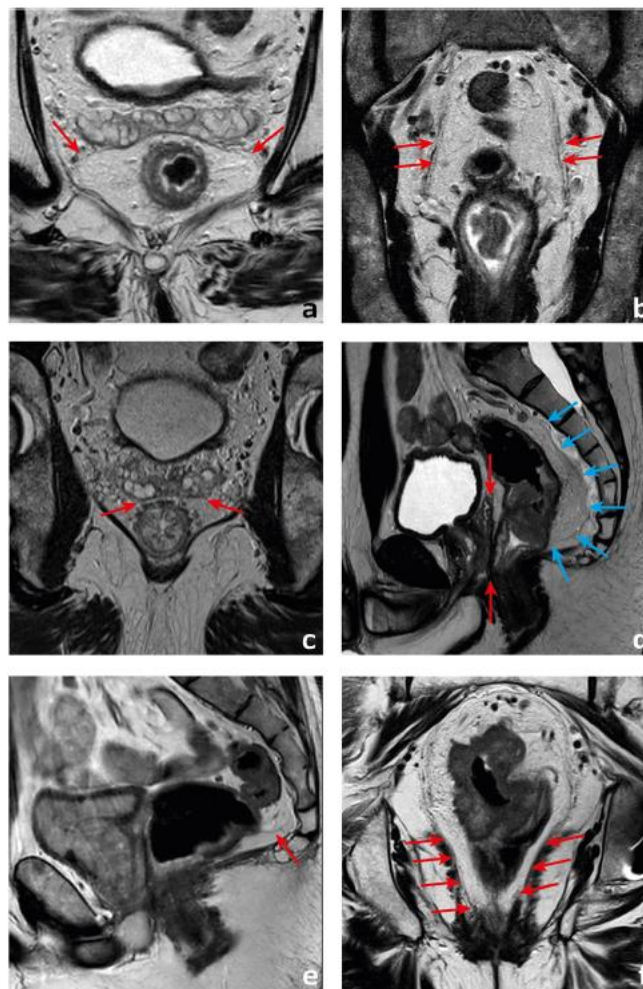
Visualización de la fascia mesorrectal. Tomada de Santiago I, Figueiredo N, Parés O, Matos C. MRI of rectal cancer—relevant anatomy and staging key points. *Insights Imaging*. diciembre de 2020;11(1):100.
